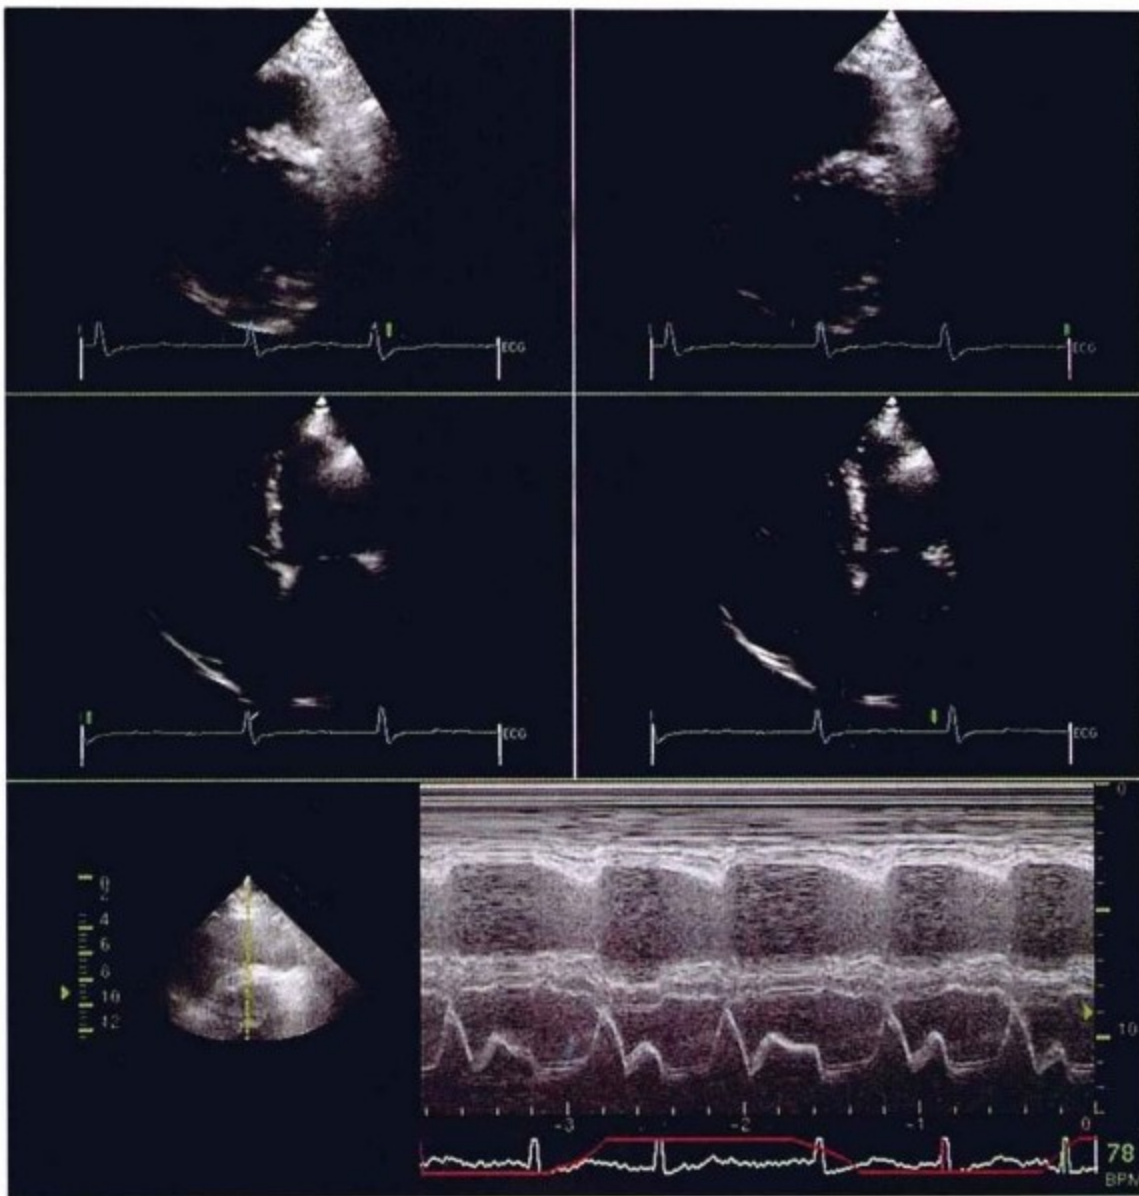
上排:胸骨旁短轴位 TTE 的呼气相(左)和吸气相(右)。正常情况下,房/室间隔会随吸气由右向左摆动,这是受吸气时已充盈的右心室和尚未完全充盈的左心室之间压力变化的影响。下排:M型超声(心室中间层面)。在第3个心动周期,受吸气影响(对应呼吸波的上升支),室间隔由右向左移动。
